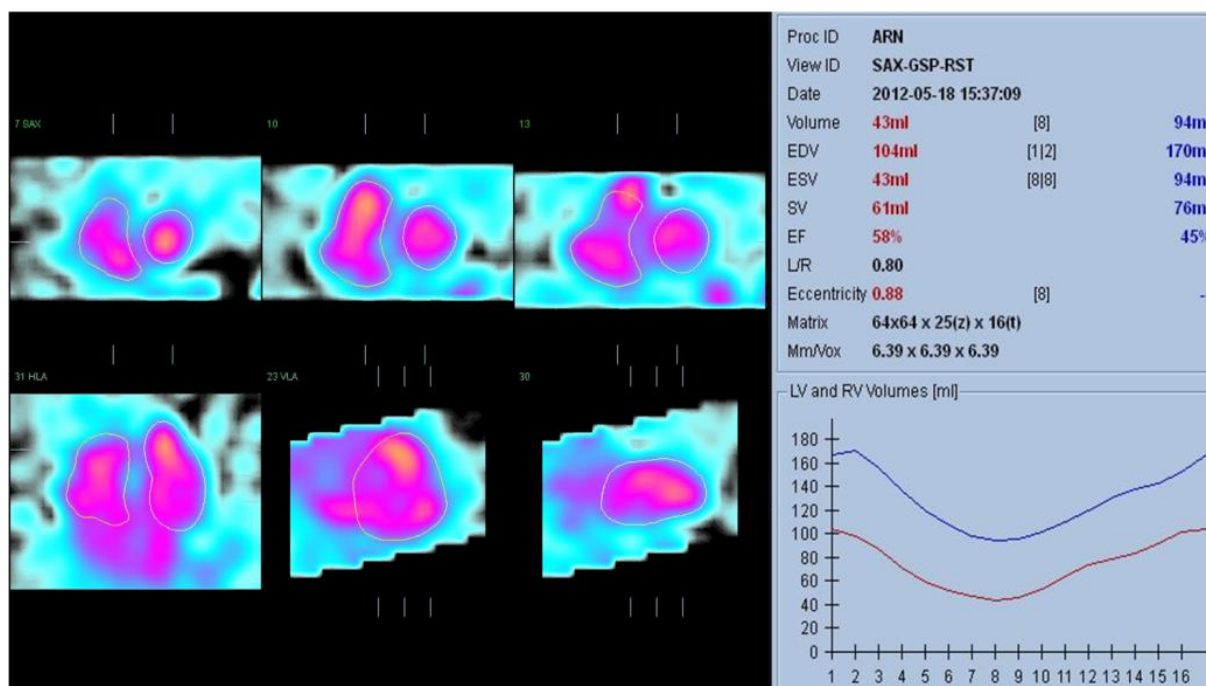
Processamento de uma SPECT de perfusão de miocárdio na aplicação “QBS - Quantitative Blood Pool SPECT”. A informação a vermelho é respectiva ao ventrículo esquerdo e a azul ao ventrículo direito. Mapa de cor “colder” e escala de cor [0-100].
